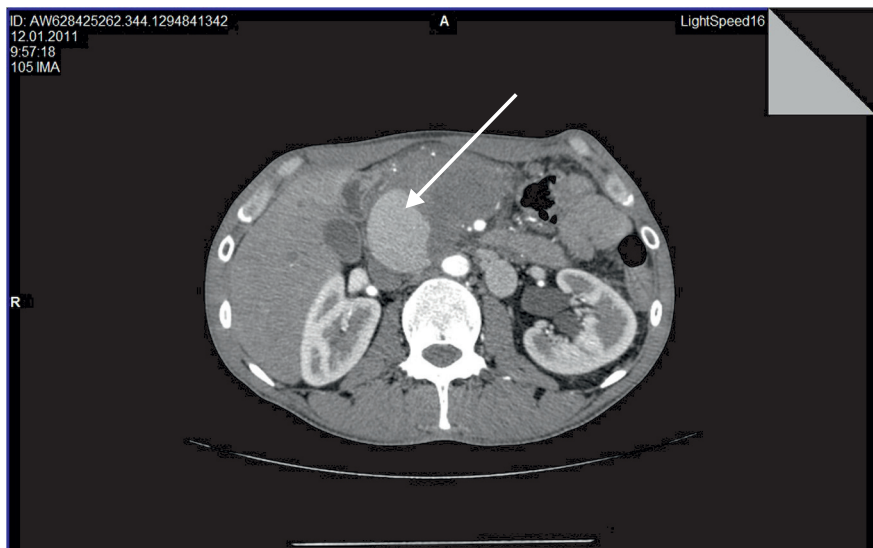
КТ. Кровотеча в порожнину ПК ПЗ, заповнення контрастною речовиною порожнини псевдокісти
